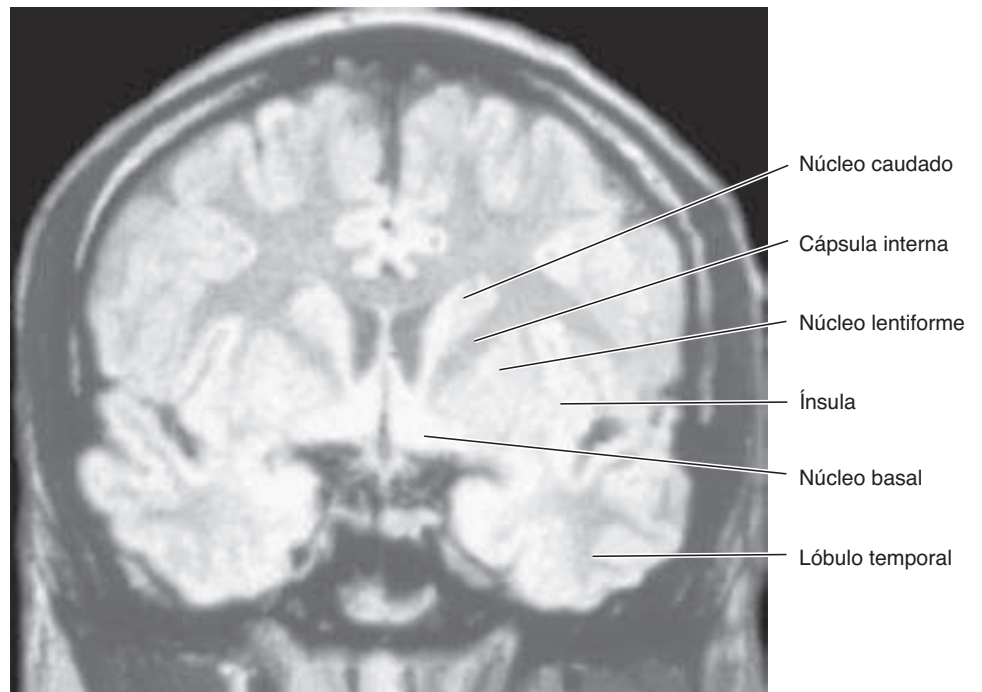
Imagen por resonancia magnética de un corte coronal a través de la cabeza al nivel del núcleo lentiforme.
